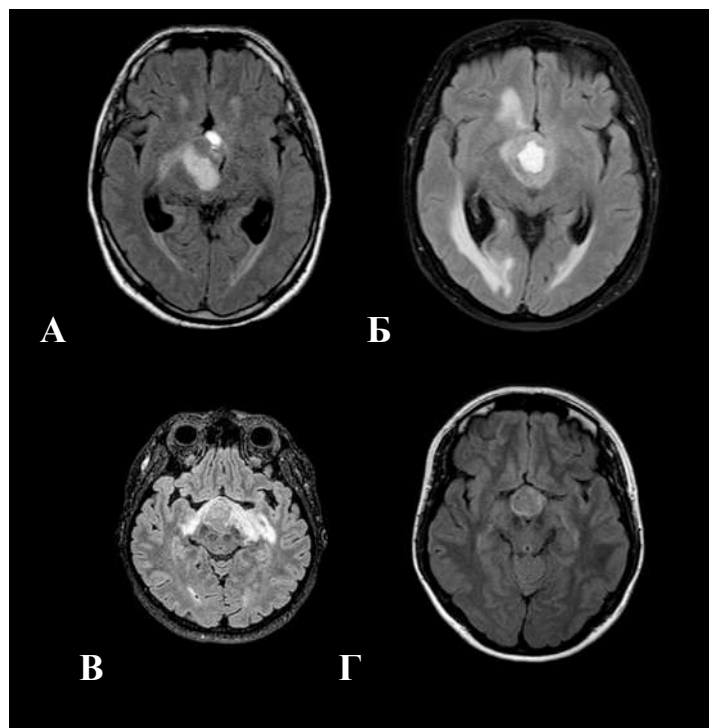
МРТ-знімки пацієнтів із КФ у послідовності FLAIR. А — помірний набряк дієнцефальної ділянки; Б і В — виражений набряк дієнцефальної ділянки; Г — відсутність набряку.
